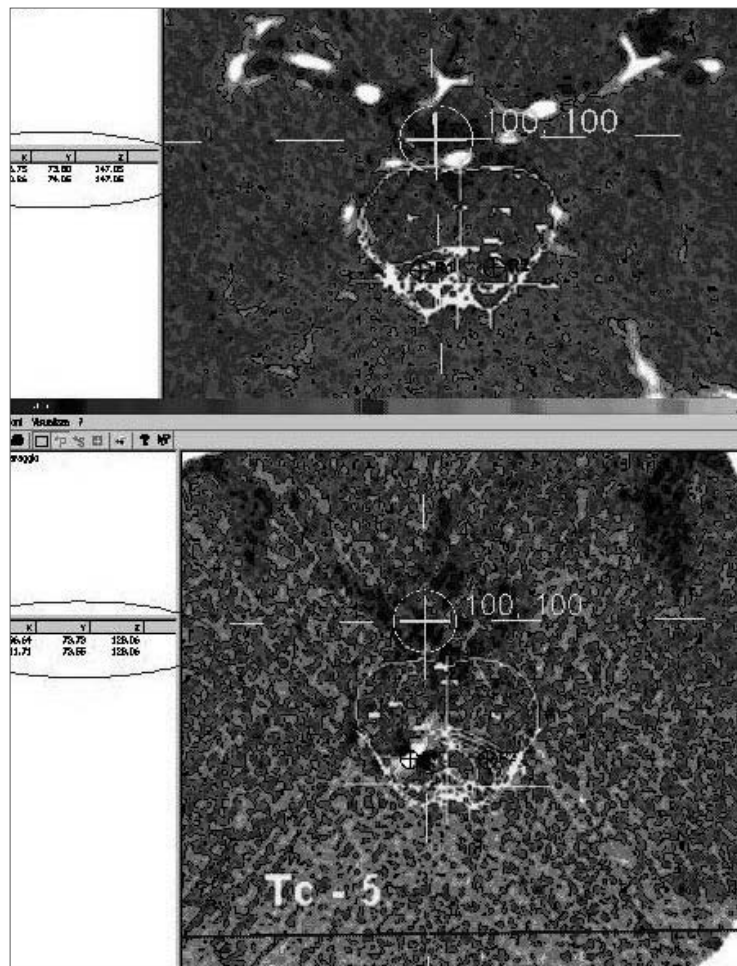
Cortes 2D de Tc - 5, del atlas de Schaltenbrand y Wharen superpuestos sobre cortes de exploración estereotáctica por TC: los límites de la protuberancia son fácilmente detectables.
